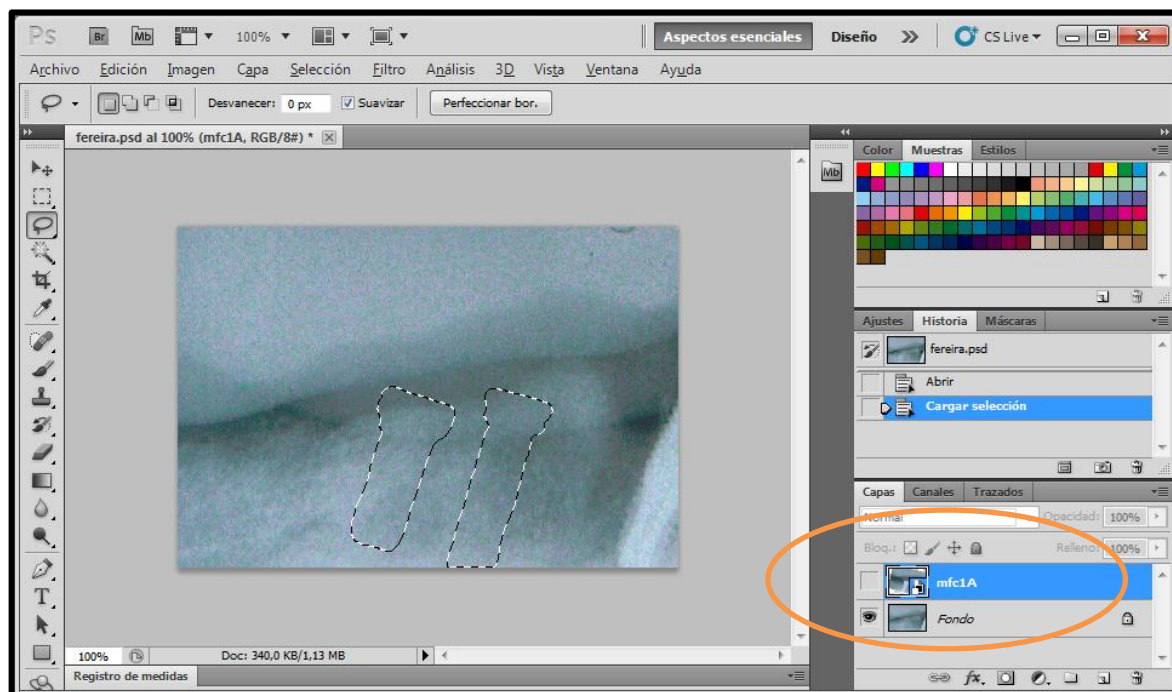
sobreposição da area dos implantes sobre a radiografia inicial.
